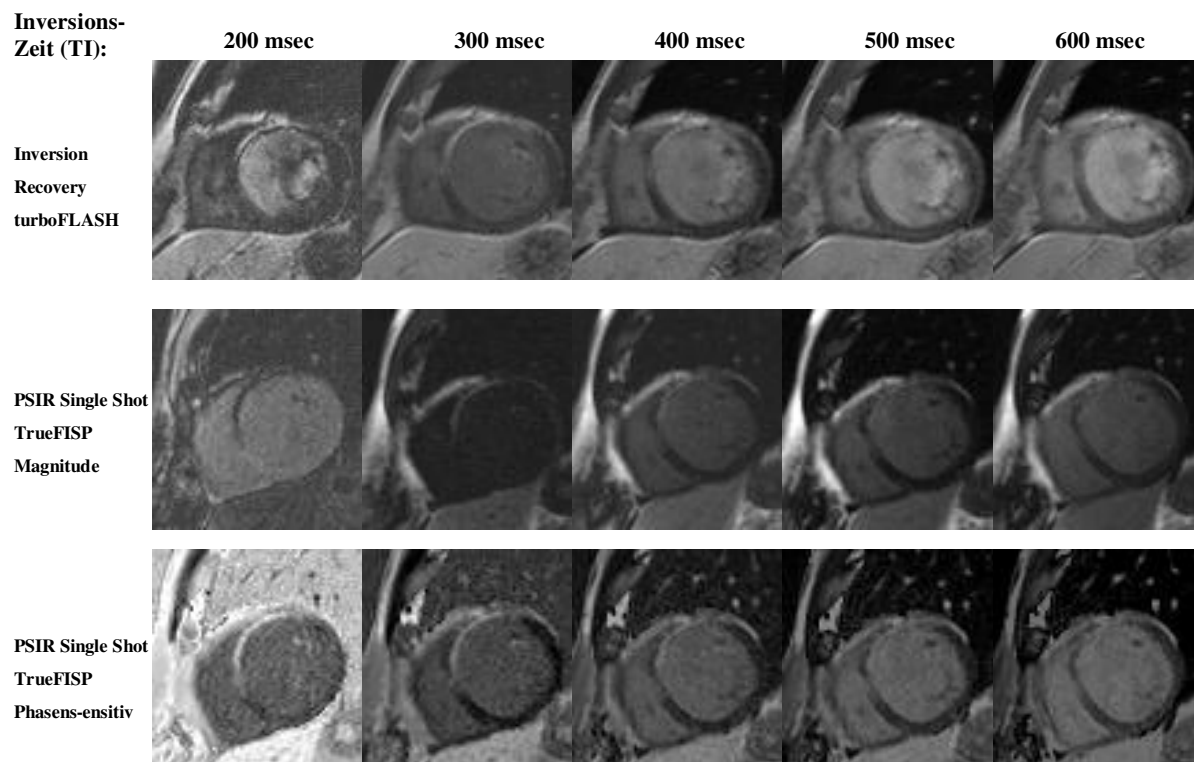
MRT-Bildsatz eines 51-jährigen Patienten mit anteroseptal lokalisiertem und weitgehend vollständig transmuralen Myokardinfarkt: Alle 15 Bilder wurden in Schichtorientierung in der kurzen Herzachse bei identischer Schichtposition aufgenommen. Jede Bildreihe zeigt eine der drei Sequenztechniken zu unterschiedlichen Inversionszeiten. In der ersten Reihe sind Bilder der Inversion Recovery turboFLASH (Referenz-) Sequenz mit in 100 msec-Schritten von 200 bis 600 msec aufsteigenden Inversionszeiten dargestellt. Die zweite Reihe zeigt die Magnitude-rekonstruierten Aufnahmen der PSIR Single Shot TrueFISP Sequenz. Die dritte Reihe beinhaltet die Bilder der Phasen-sensitiv rekonstruierten PSIR Single Shot TrueFISP Sequenz. Im Falle der Datenakquirierung durch die Magnitude-rekonstruierte PSIR Single Shot TrueFISP-Technik zeigt das infarzierte Myokard bei der kürzesten Inversionszeit von 200 msec eine hypointense Signalintensität und erscheint damit im Vergleich zum intakten Myokard dunkler. Erst bei längeren Inversionszeiten wird das Infarktareal auf dem Magnitude-rekonstruierten Bildsatz verglichen mit normalem Myokard wieder zunehmend hyperintens. Die Phasen-sensitiv rekonstruierten Bilder der PSIR Single Shot TrueFISP-Sequenz zeigen hingegen das infarzierte Myokardareal unabhängig von der verwendeten Inversionszeit deutlich hyperintens.
